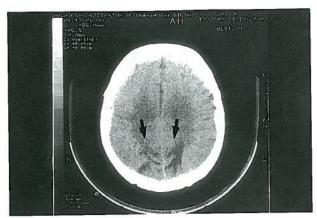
Imagem de Tomografia Computorizada (T.C.). Notar áreas hipodensas subcorticais, bilaterais, de localização occipital (v. setas)
